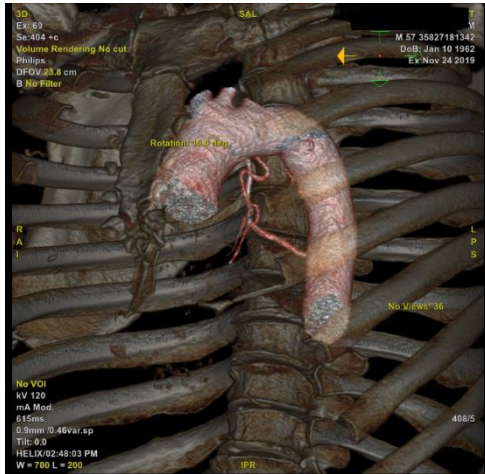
CT and angiographic images of patients with bronchiectasis
